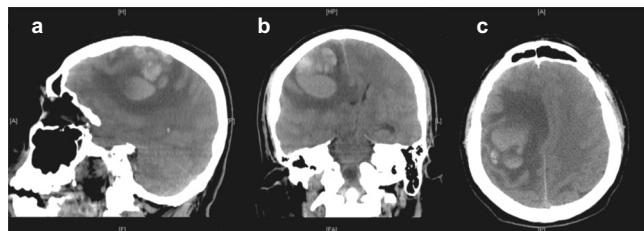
TAC de cráneo a. Corte sagital muestra lesión hiperdensa, lobulada de 3.5 cm en lóbulo parietal derecho, b. Corte coronal muestra lesión hiperdensa, heterogénea, de bordes mal definidos, con desplazamiento de la línea media, c. Corte axial, lesión con importante edema perilesional.
